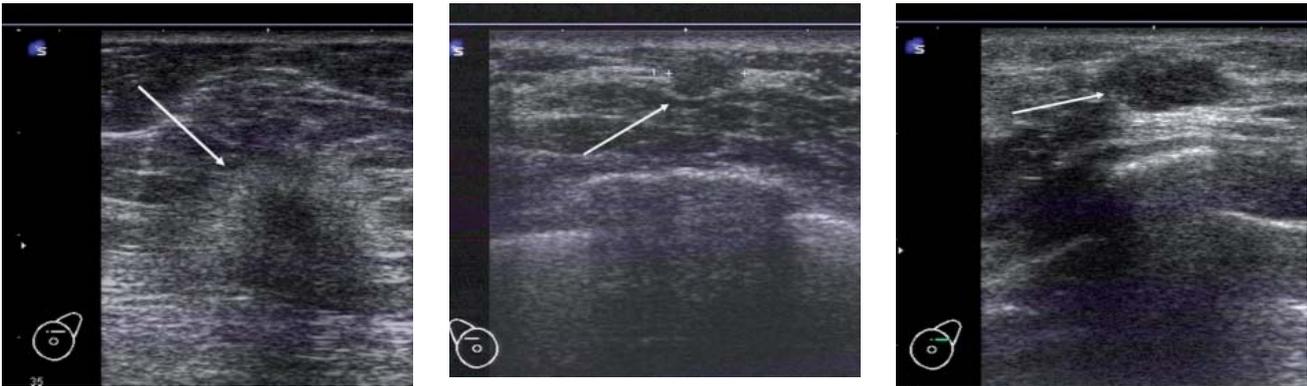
Mammasonographie von Rezidiven nach Tumorektomie und Bestrahlung
